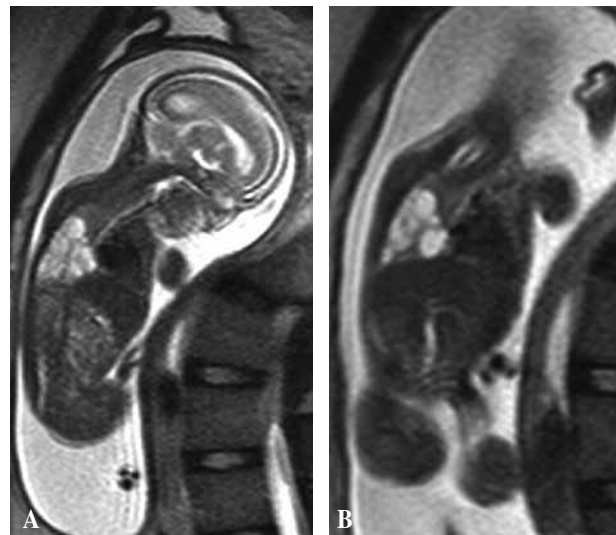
Caso 3: Resonancia fetal: imagen compatible con diagnóstico de MAQ.
